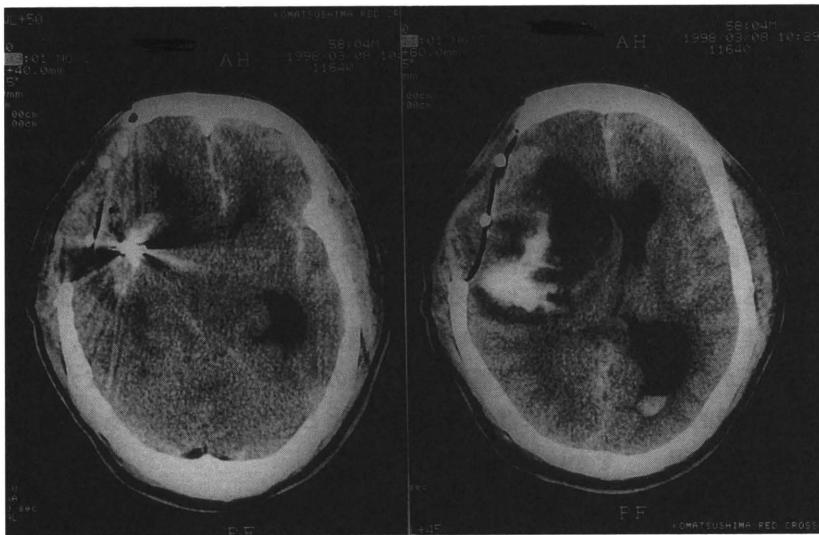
術後2日目のCT：手術部位を中心に脳浮腫が高度となり正中偏倚も強い。脳底槽が消失している。
